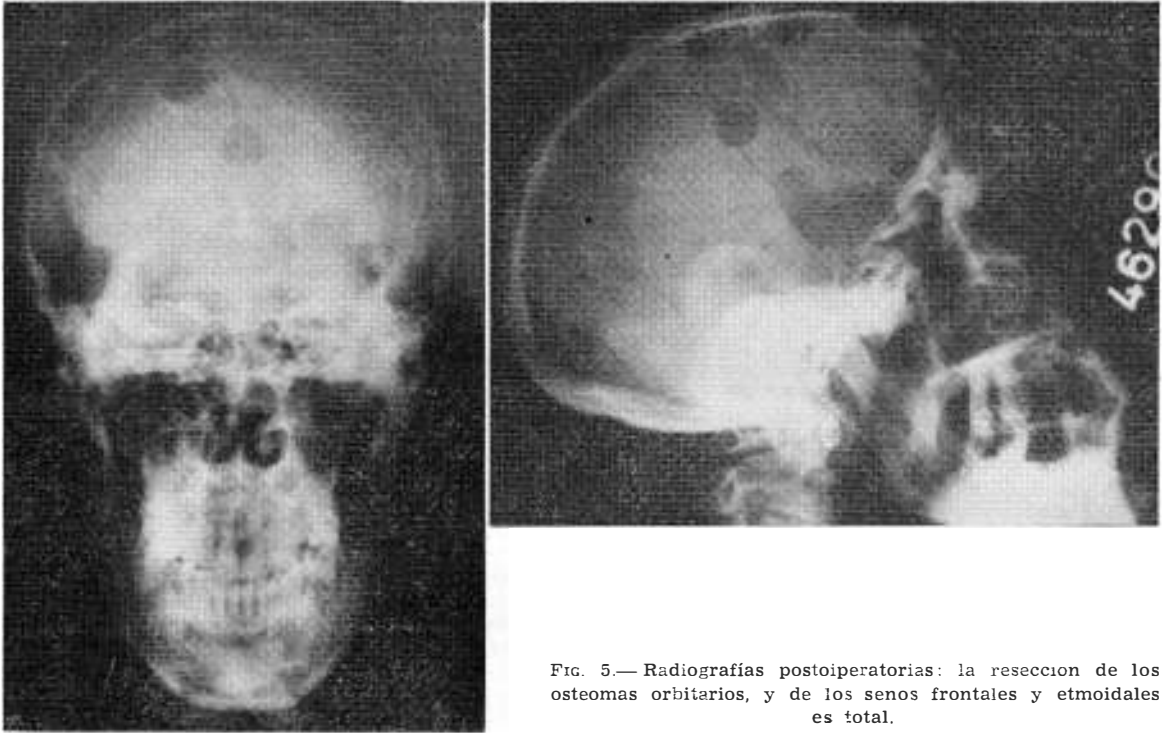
Radiografías postoperatorias: la resección de los osteomas orbitarios, y de los senos frontales y etmoidales es total.
